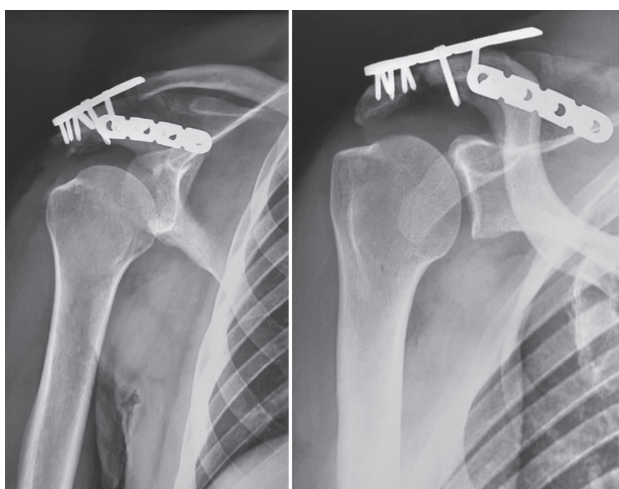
Radiographs at last follow-up
